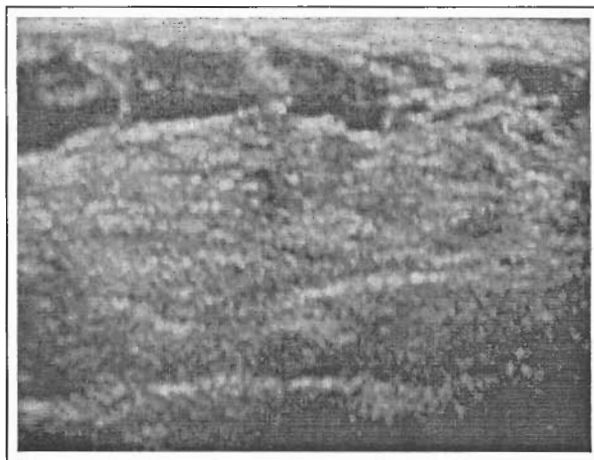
Eco Doppler color: Presencia de vascularización. Masa hipoeoica con finos septos ecogénicos en su interior.
